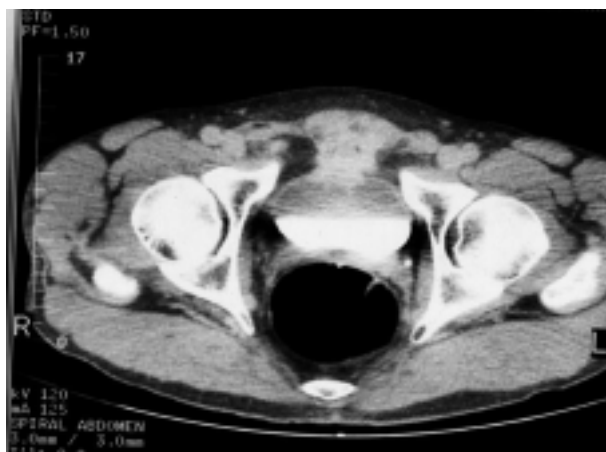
Cortes axiales de TAC con contraste intravenoso, a nivel de pelvis. Observamos una masa hipercaptante, de bordes mal definidos, que se extiende desde la cara anterior vesical a músculos rectos de la pared abdominal anterior.
